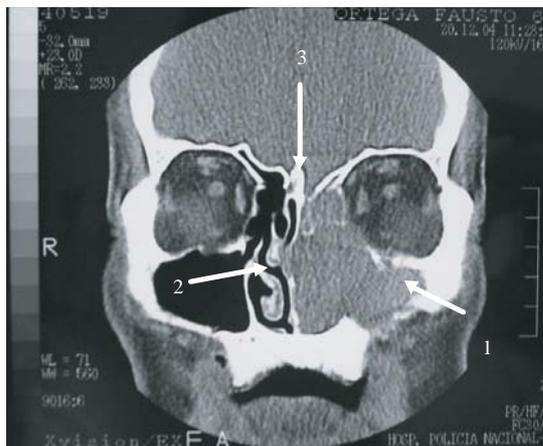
TAC coronal de macizo facial demuestra invasión tumoral hacia: 1- pared anterior del seno maxilar izquierdo, 2- tabique nasal, 3- celdillas etmoidales y lámina cribiforme.
